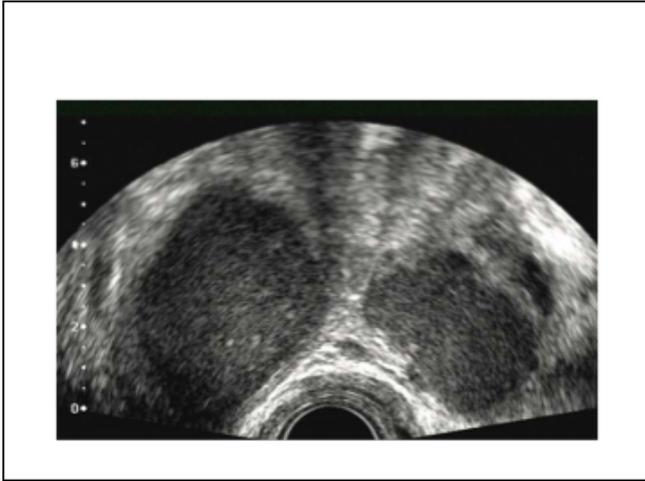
Signo del beso. Ecografía 2D vaginal
